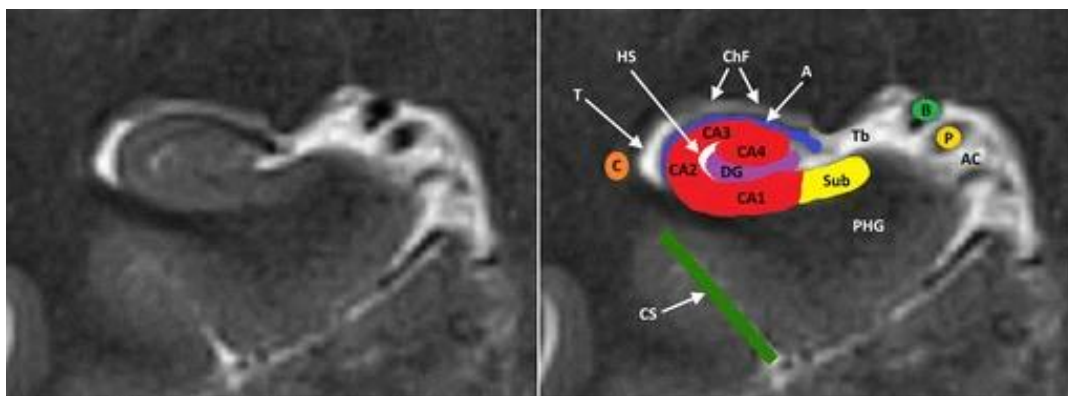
Anatomía de la formación del hipocampo a nivel del cuerpo del hipocampo en MRI 3-T coronal T2. Pequeño quiste del hipocampo (HS) refleja la ubicación del surco del hipocampo en gran parte obliterado. A = alveus, Ac = cisterna ambient, B = vena basal de Rosenthal, C = cola del núcleo caudado, ChF = fisura coroidea, CS = sulcus colateral, DG = giro dentado, P = arteria cerebral posterior, PHG = giro parahipocampal, Sub = subículo, T = asta temporal del ventrículo lateral, Tb = fisura transversa de Bichat⁷.
